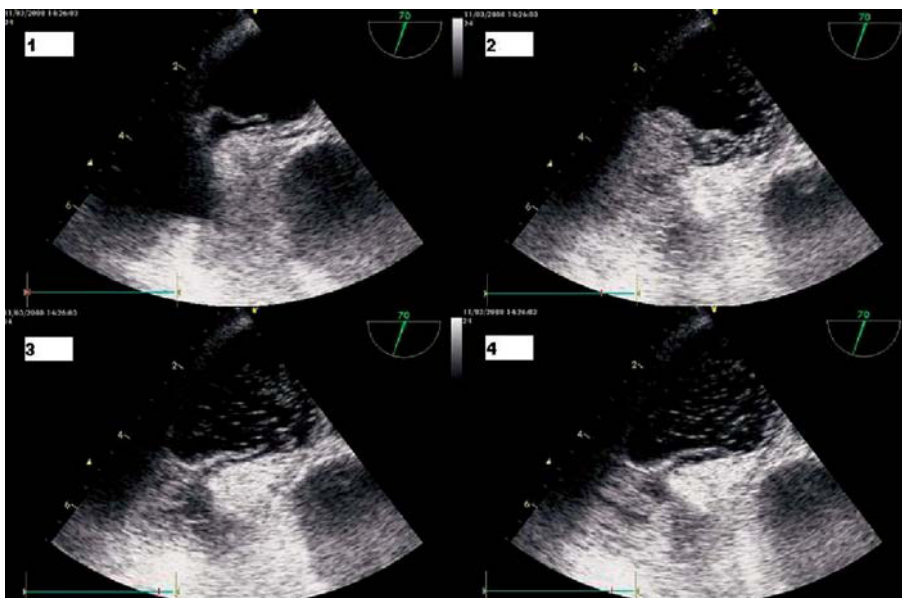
Ecocardiograma transesofágico tras administración de suero agitado. 1: durante la inspiración de la ventilación mecánica el *septum primum* se aleja hasta 6 mm. 2: las burbujas alcanzan la aurícula izquierda a través del foramen. 3: durante la espiración el *septum primum* se acerca. 4: las burbujas han alcanzado en gran número (más de 50) y de forma inmediata la aurícula izquierda.
